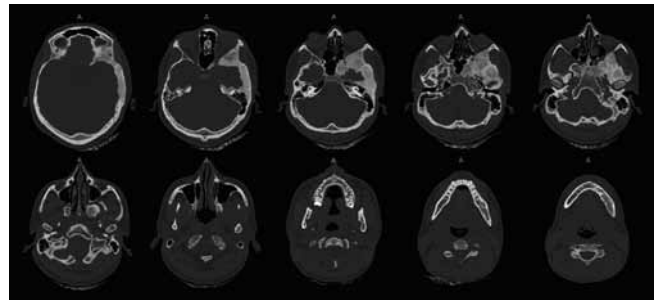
Cortes axiales de cráneo y cuello en Tomografía Computarizada.
